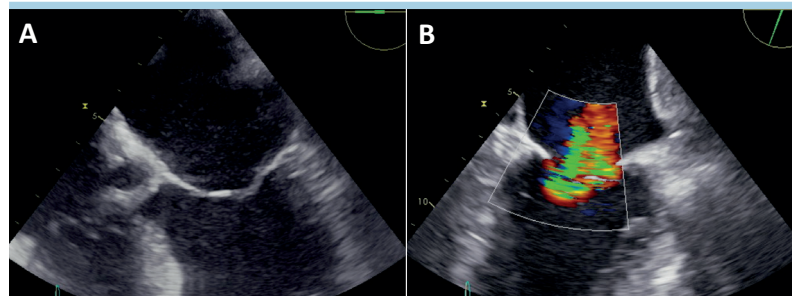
(A) L'ecocardiogramma transesofageo (ETE) basale in proiezione 3 camere mostra il "tethering" prevalentemente a carico del lembo posteriore della valvola mitrale, quale principale meccanismo dell'insufficienza mitralica funzionale. (B) Rigurgito valvolare mitralico di grado severo documentato all'ETE con color Doppler in proiezione 2 camere apicale.
